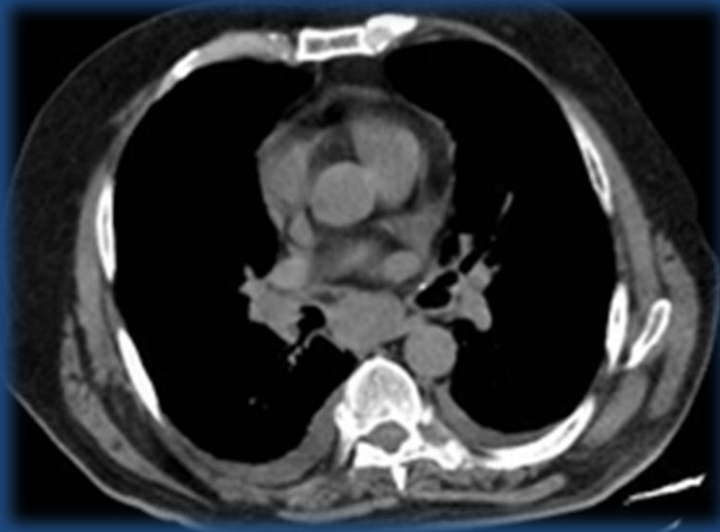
TBC primaria. TC de tórax, corte axial que muestra conglomerado ganglionar a nivel subcarinal.
